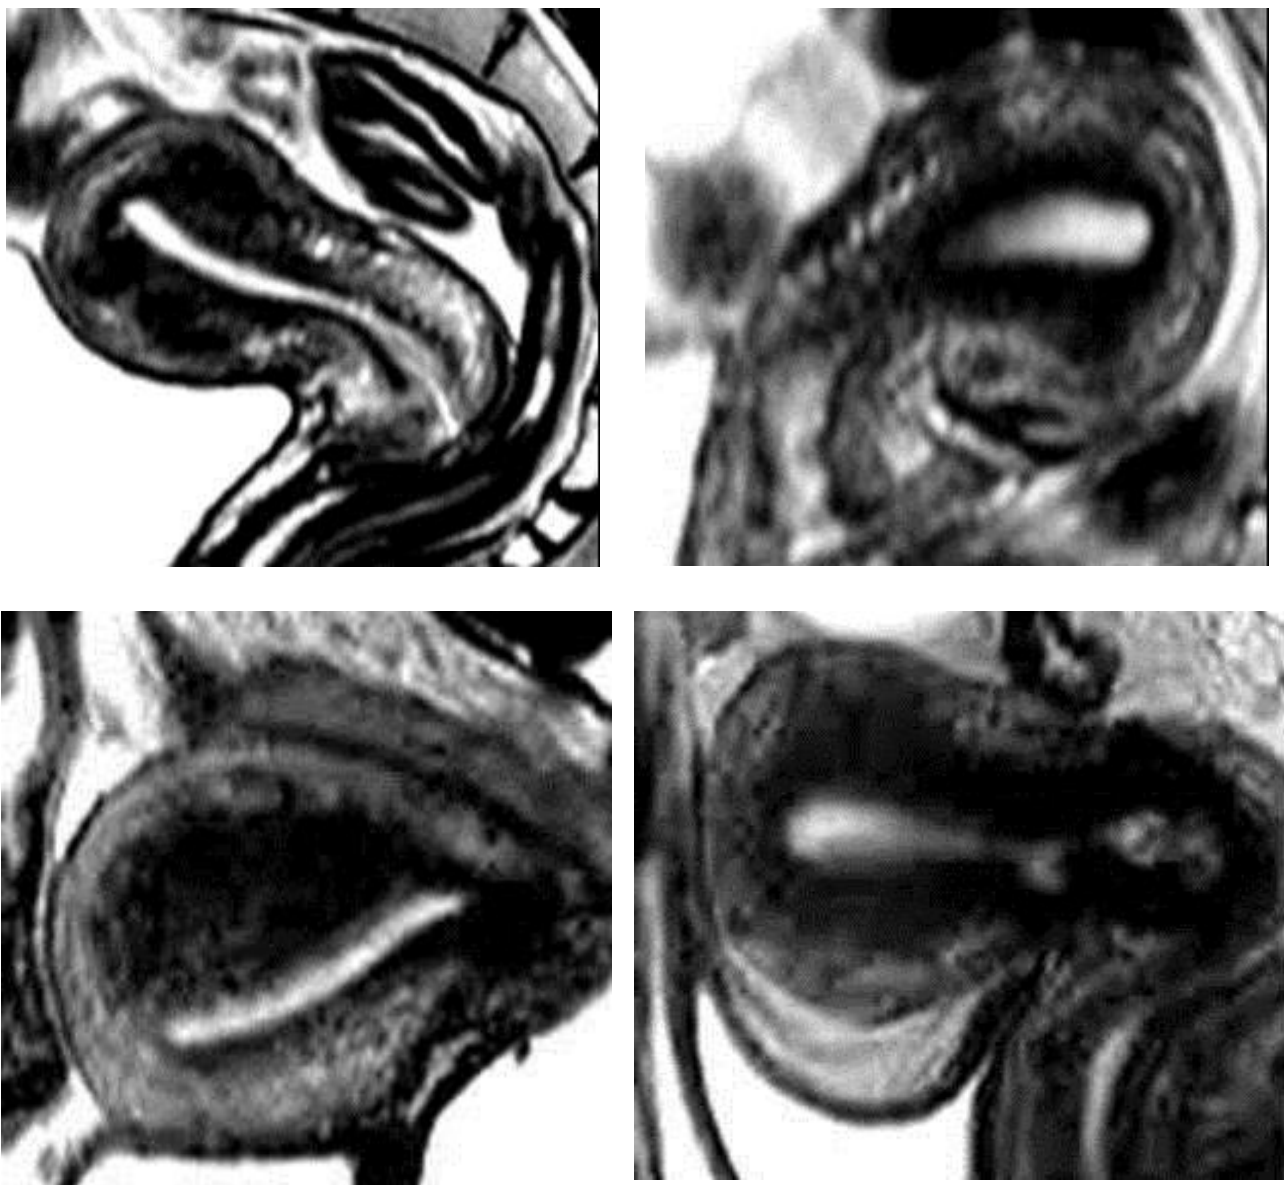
МРТ маток з аденоміозом. T2-зважене зображення. Сагітальна проекція.
